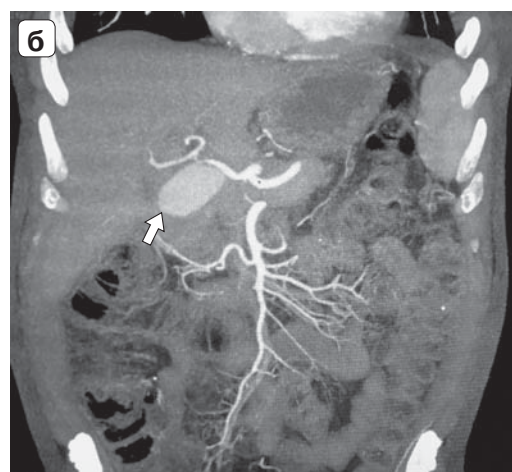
Ложная аневризма ОПА: а – компьютерная томограмма, 3D-реконструкция; б – компьютерная ангиограмма, аневризма указана стрелкой.
